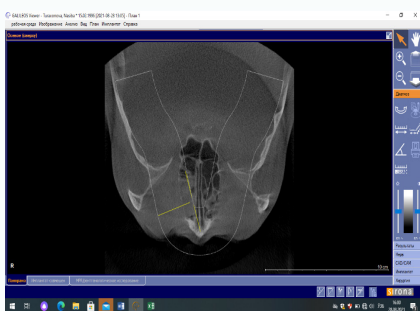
Больной Г., 27лет. 3D рентгенография околоносовых пазух субтотальные и тотальные участки затемнений передней и средней групп решетчатых ячеек.
